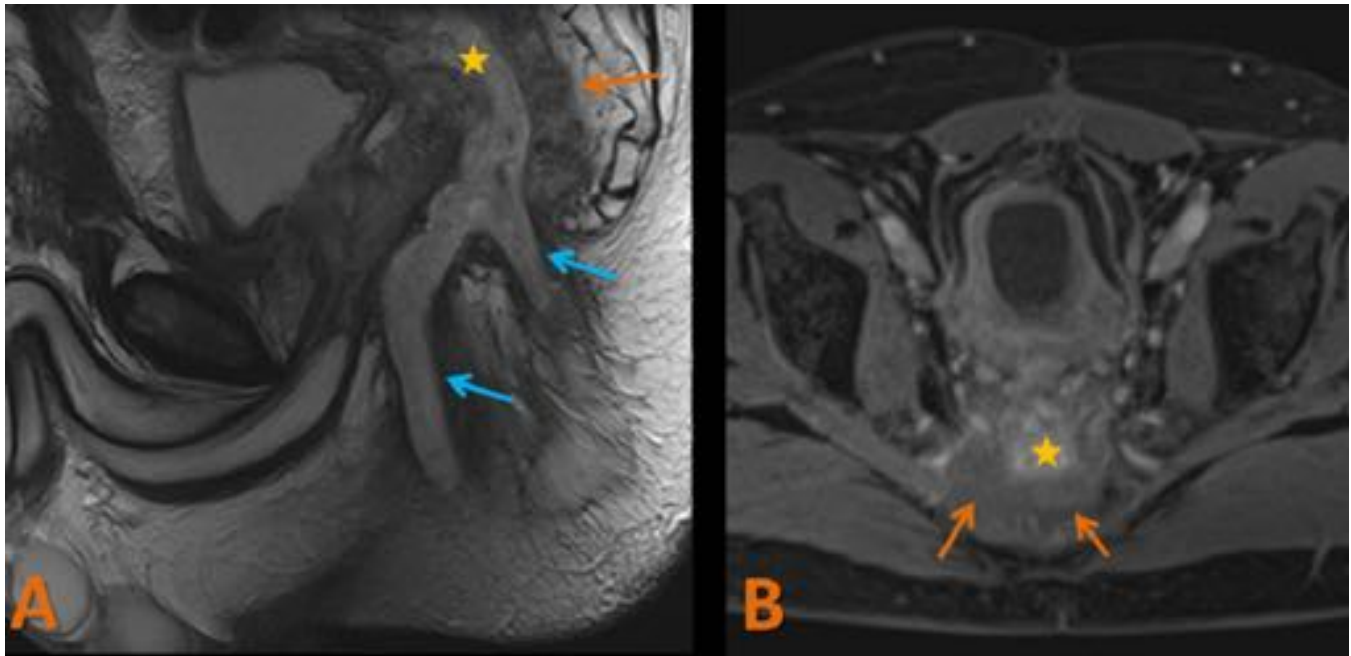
FIBROSIS DE LA REGIÓN ANORRECTAL. RM potenciada en T2 TSE, plano sagital (A) y T1 SE coronal con saturación grasa y tras la administración de gadolinio (B). Varón con antecedentes de adenocarcinoma de recto en tratamiento con radioterapia. Masa presacra con intensidad de señal intermedia en T2 y escasa captación de contraste sugestiva de fibrosis (flechas naranjas). Se observa un absceso (estrella amarilla) y dos fistulas (flechas azules) que se extienden hacia la piel del pliegue interglúteo.
